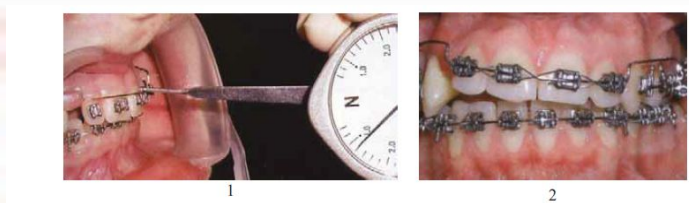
Применение юглити-дуги (обходной дуги) для лечения глубокого прикуса: 1 – этап коррекции с помощью интрузионной юглити-дуги, использование динамометра для выбора оптимальной силы; 2 - неравномерная интрузия в результате некорректной активации дуги (Осипова Г.Б. и соавт.)
